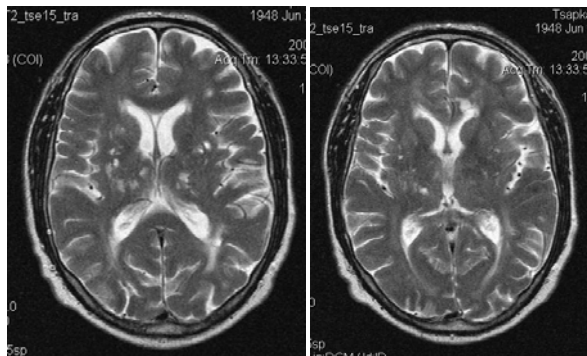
МРТ с мелкими двусторонними очагами фронто-темпоро-базальной локализации, с зоной острой дисемии в доминантном левом полушарии головного мозга пациентки 2-й группы
